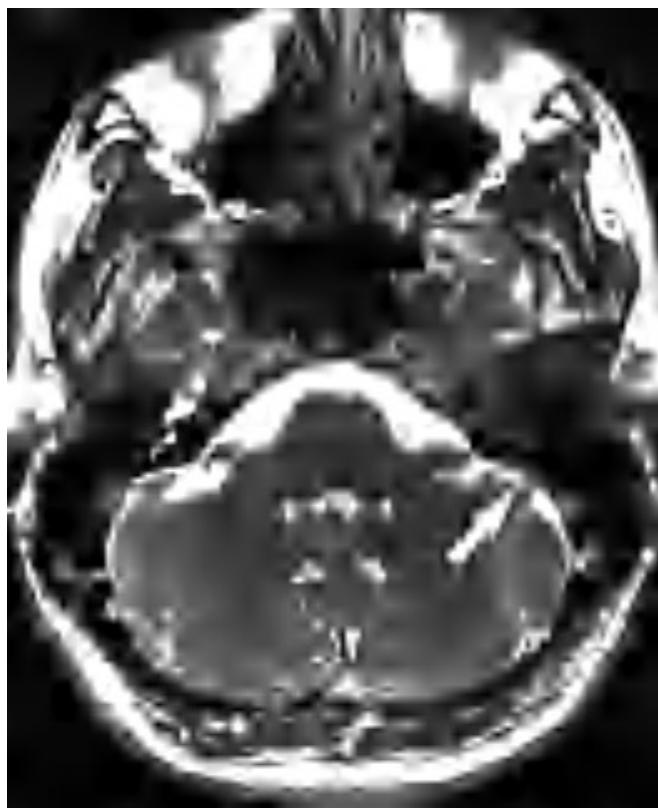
Corte axial de resonancia magnética cerebral. Secuencia 3D CISS (eco de gradiente potenciada en T2). La lesión es isointensa con el parénquima cerebral y está centrada en región retrolaberíntica en el área correspondiente al saco endolinfático (flecha).
